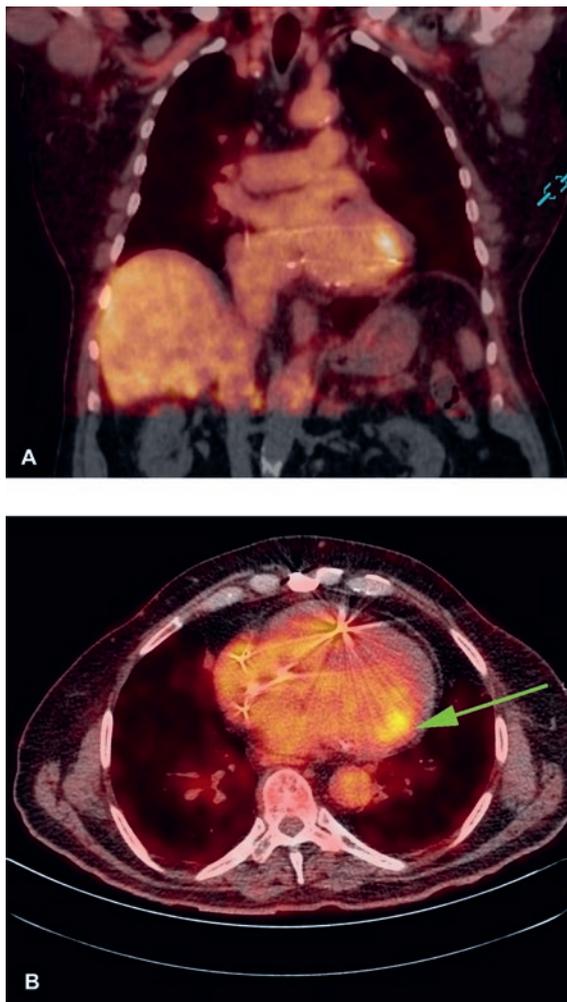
Coronale (A) und transversale (B) Schnitte der thorako-abdominalen ^{18}F -FDG-PET-CT mit Darstellung eines Hypermetabolismus im Bereich der linksventrikulären Schrittmacherelektrode. Wir danken Dr. A. Pazera, Radiologe, und Dr. V. Orcurto, Nuklearmedizinerin am RHNe für diese Bilder.
